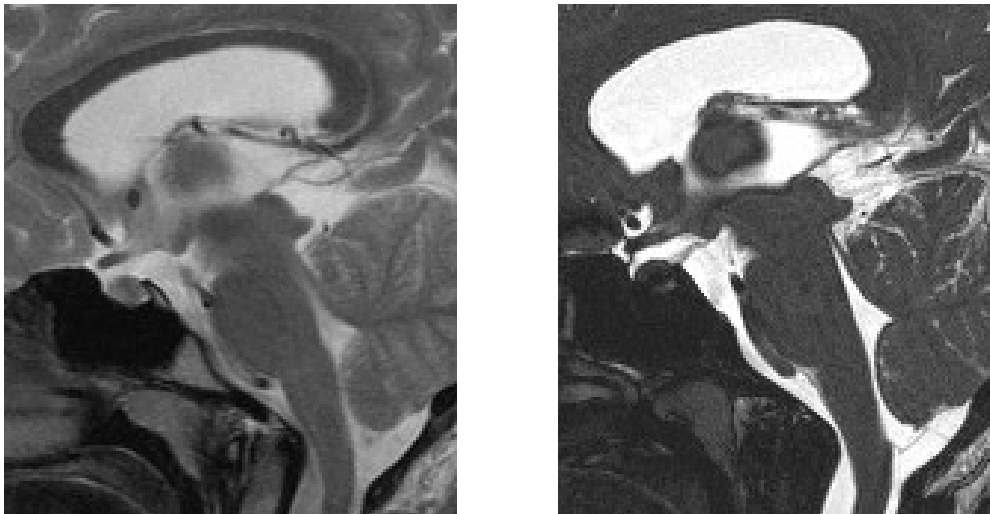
konventionell T2 gewichtete MRT (links) und true-fisp-Sequenz (rechts) des dreizehnjährigen Mädchens mit einer Meningomyelozele, jeweils parasagittale Schnittebene
